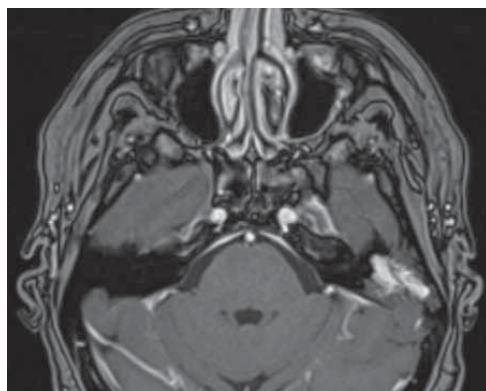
Магнитно-резонансная томография головы пациентки 56 лет с гемангиомой левой височной кости, аксиальная проекция, T1-режим с контрастным усилением. Активное накопление контрастного вещества центральными участками
